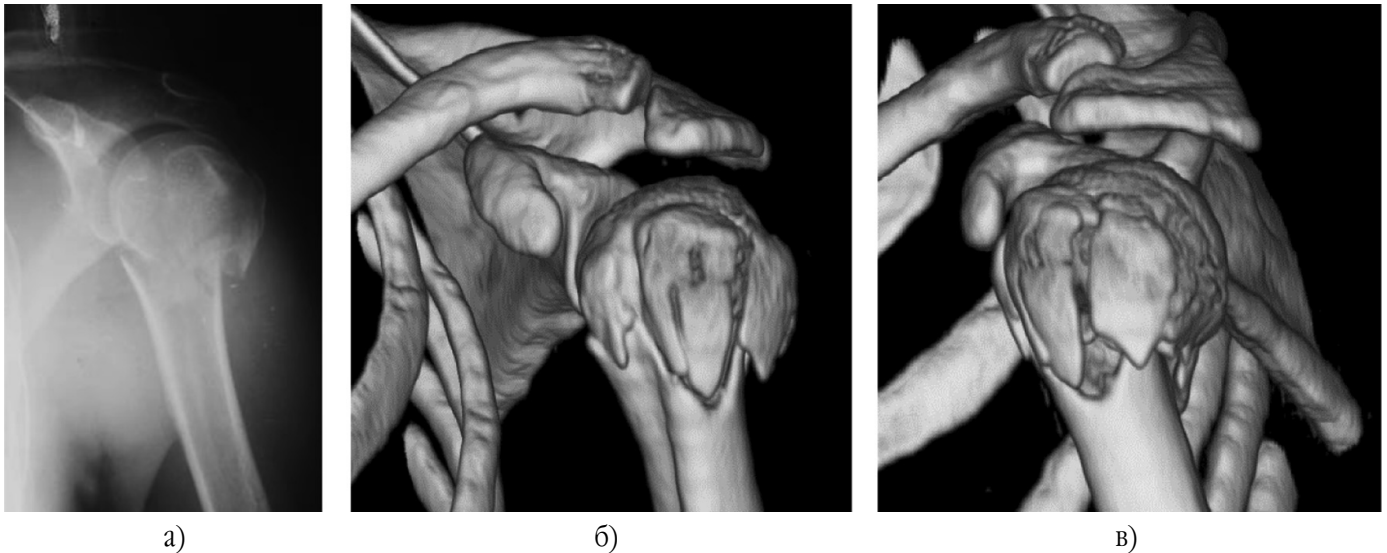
Перелом типу C3: а) рентгенограма в прямій проекції; б) комп'ютерна томографія з 3D-модельованням вид у фронтальній площині; в) комп'ютерна томографія з 3D-модельованням вид у сагітальній площині
